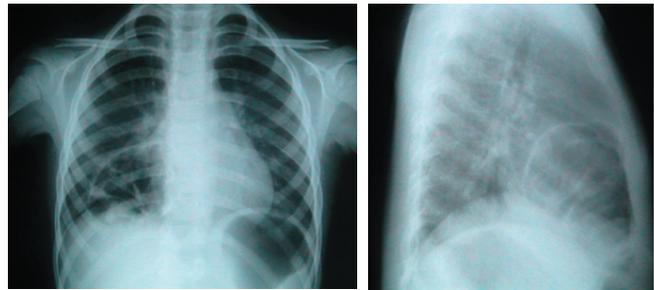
y No. 2 . En la radiografía A-P como en la lateral se observa la imagen radiolúcida septada.
